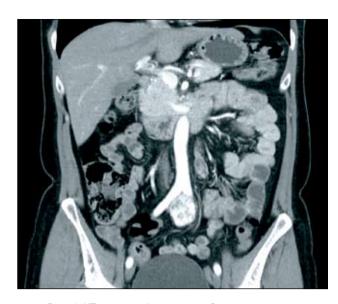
КТ-ангиография органов брюшной полости и забрюшинного пространства до операции, артериальная фаза, фронтальная проекция.
